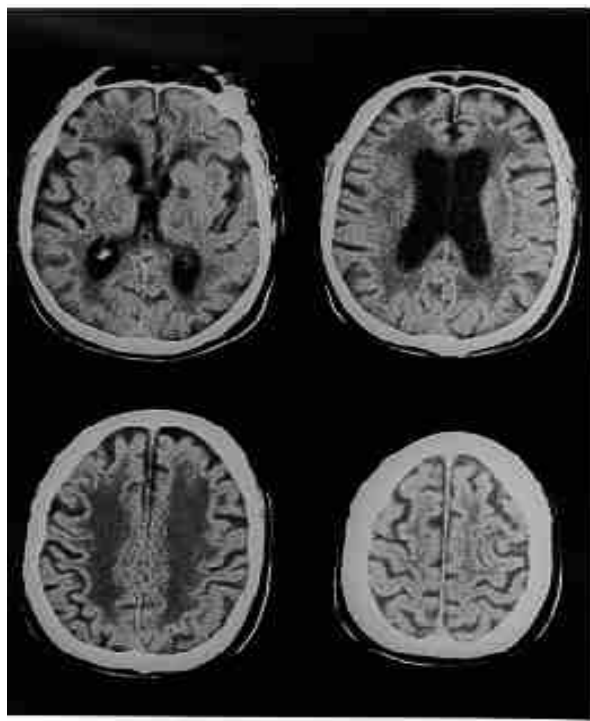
Tomografía axial computarizada (TC) en la que se evidencia la presencia de áreas hipodensas de predominio periventriculares. Nótese el aumento del tamaño de los ventrículos laterales. Además se observa un infarto lacunar en el caudado izquierdo.
